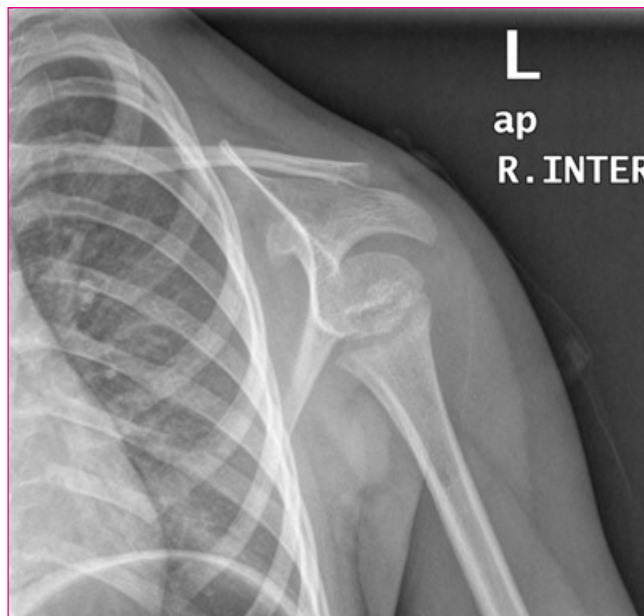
Radiografía simple al año de evolución
